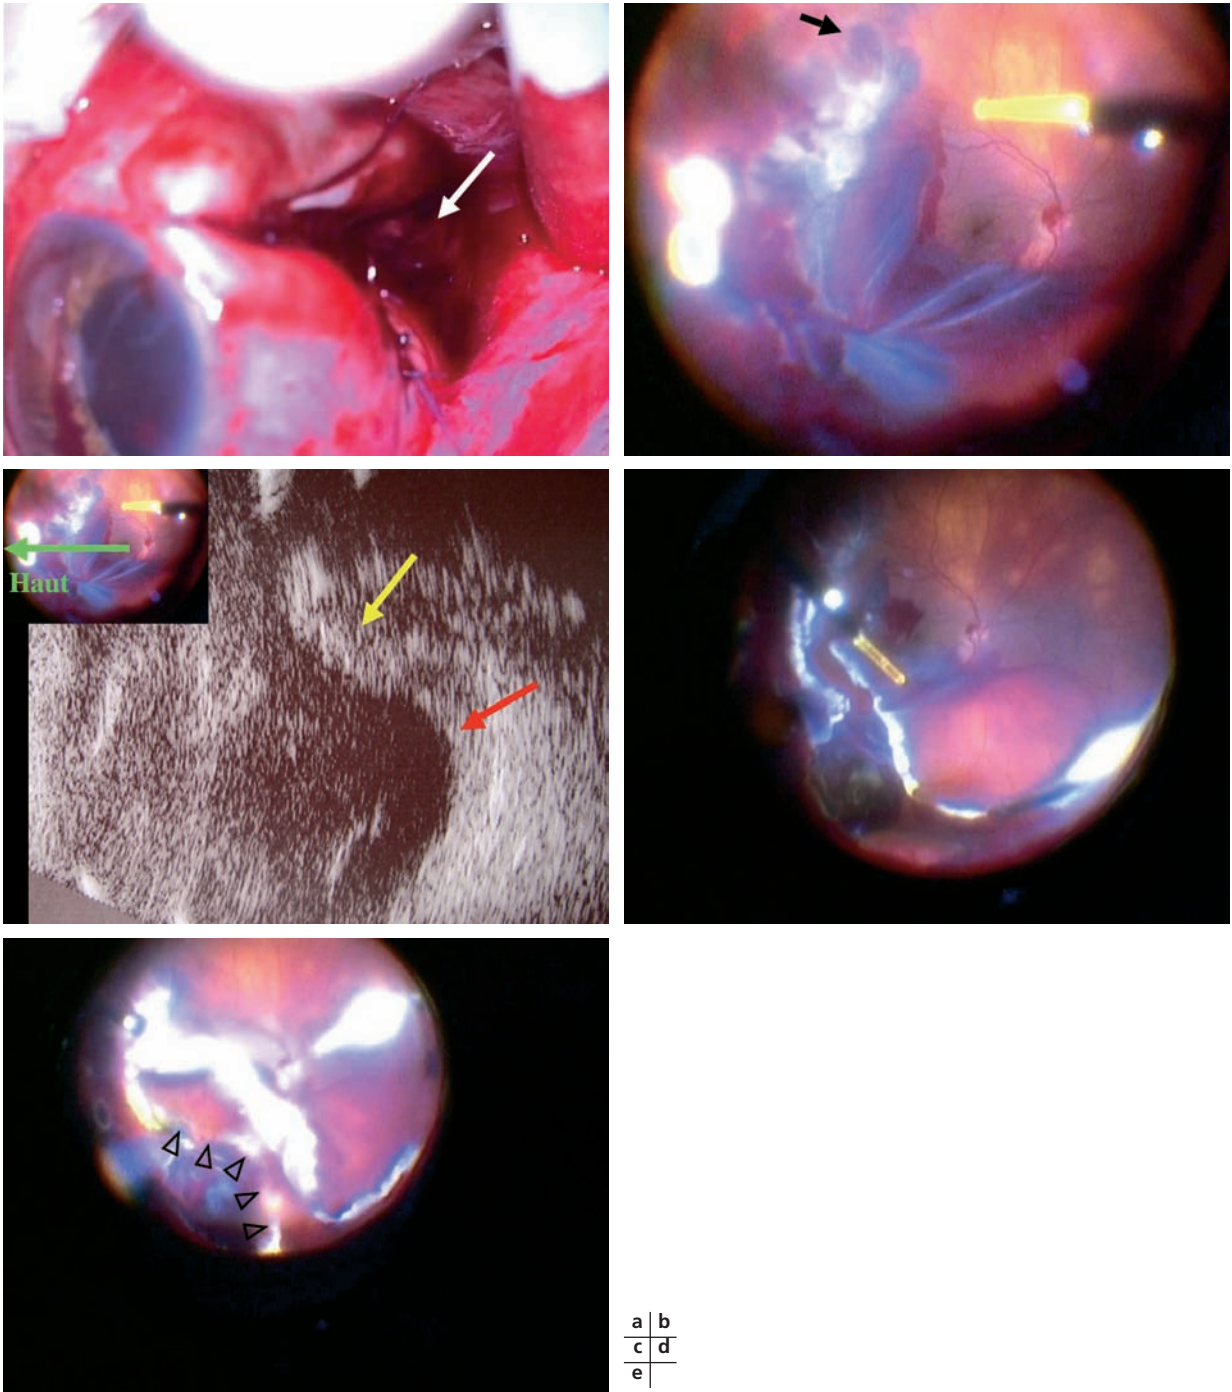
Éclatement temporal d'un globe droit avec décollement de rétine d'emblée par incarceration. a. Aspect per-opératoire. Le muscle droit latéral a été déposé. La sclère est en cours de suture. Il y a une issue de choroïde et de vitré (flèche blanche) à la partie postérieure de la plaie sclérale. b. Cette photographie est prise pendant la vitrectomie, 60 heures après celle en a. On note des plis rétinien convergeant vers le site d'incarcération temporal inférieur. Le décollement de rétine est hémorragique (sang sous-rétinien), étendu de 4 h à 10 h environ. Sur 10 h, il y a une déchirure (flèche noire) qui s'est probablement constituée suite à la mise en tension importante de la rétine par l'incarcération. Il existe des hématomes choroïdiens de 7 h à 10 h. Le centre du pôle postérieur est à plat. c. Échographie en coupe horizontale (sonde de 10 MHz) la veille de la vitrectomie. En haut à gauche est placée la vignette b en miniature où est figurée l'orientation grossière de la coupe par une flèche verte. La flèche jaune montre la voussure hyperéchogène de l'hématome choroïdien. La flèche rouge montre la zone du décollement de rétine hémorragique dont l'interprétation échographique est difficile, l'hyperéchogénicité de l'hémorragie ne permettant pas d'individualiser la couche rétinienne sus-jacente. d. Des impacts de diathermie ont été placés au point d'incarcération et sur la rétine périphérique de 4 h à 10 h. Un rétinectomie a ensuite été pratiqué de 4 h à 10 h en prenant soin de dégager la rétine incarcerated. La rétine n'est plus sous tension et ne présente donc plus de plis. e. La rétine étant inversée, une choriorétinectomie prophylactique (têtes de flèches noires) a été pratiquée en arrière de l'hématome choroïdien, qui siège dans la zone incarcerated, en espérant éviter la migration des fibroblastes du site d'incarcération vers la rétine adjacente. Après ablation du sang sous-rétinien, mise à plat de la rétine par dékaliné et endolaser, un tamponnement par silicone a été mis en place.*
